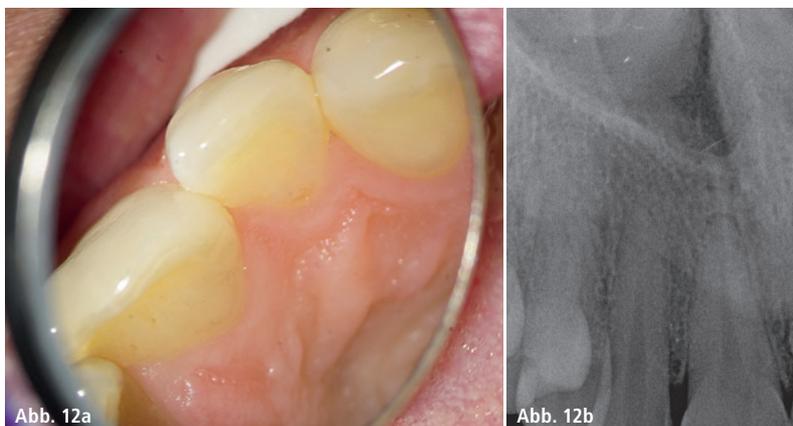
Klinische und röntgenologische Situation des Zahnes 12.
